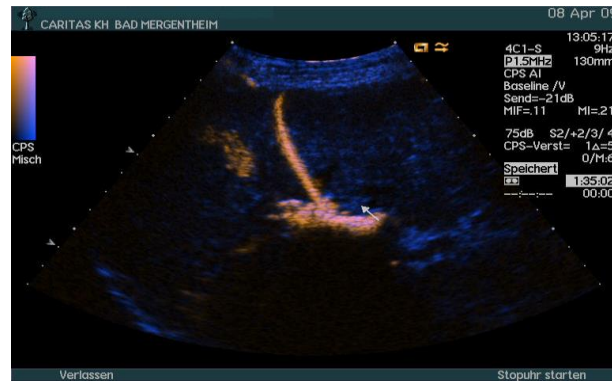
向经皮经肝胆管引流导管注入稀释的超声造影剂后的 CEUS 胆管造影：未扩张的肝内胆管清晰可见--实现了完全的胆道引流。
